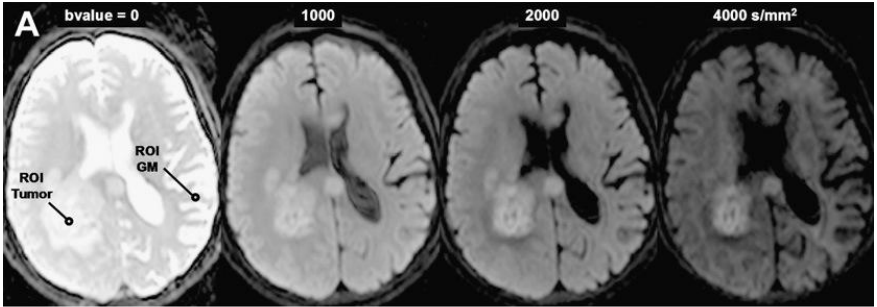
DWI contraste con el incremento del valor B en paciente de 61 años con GBM. Comparación con el incremento del valor B. (163)
